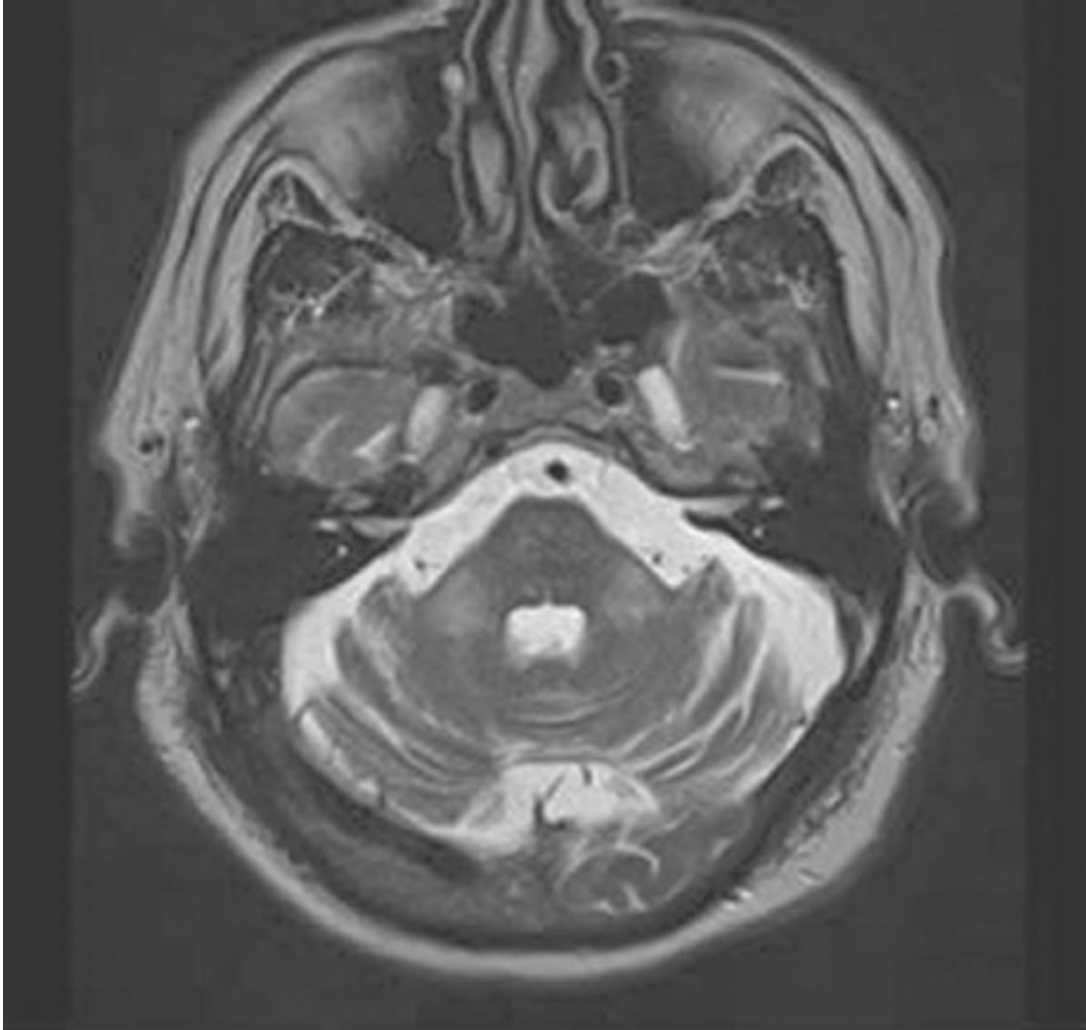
RMN axial ponderada en T2 (cortesía del Dr. Ilia Itin).
